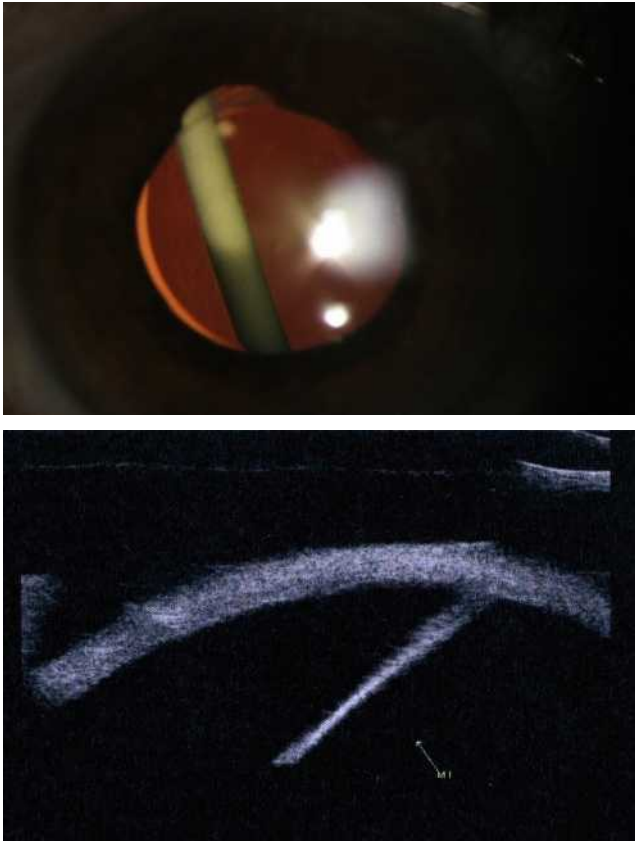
Implant Ozurdex® visible en rétro-illumination chez un patient pseudophaque (a) et en échographie (b).
